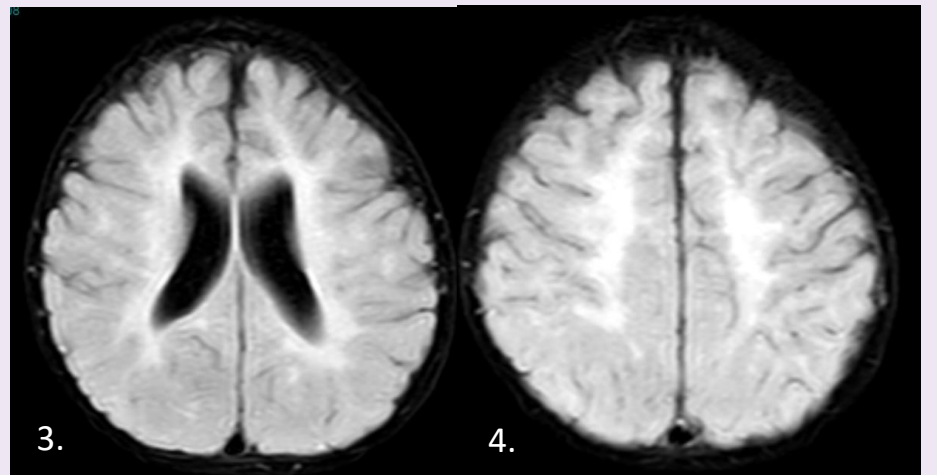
RMN en corte axial en secuencia FLAIR, control a los 7 meses; se observa incremento de la hiperintensidad en la región frontal, parietal, temporal y occipital y centros semioviales.
